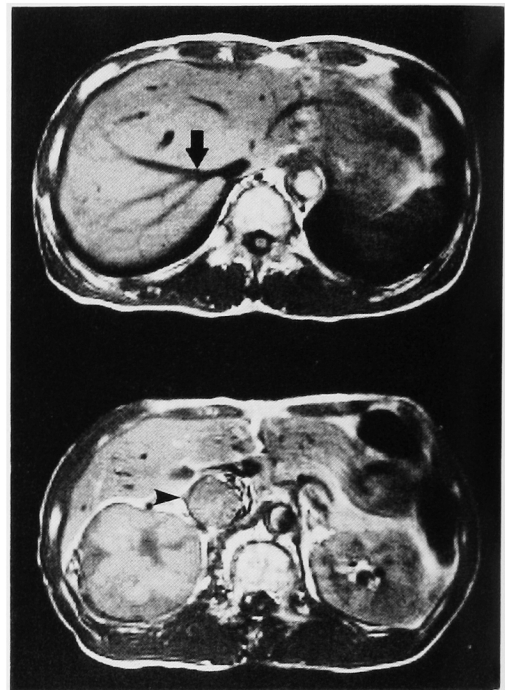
MRI in case 1 shows right renal tumor with tumor thrombus in the vena cava (arrow head), but no tumor thrombus hepatic vein (arrow) level.
